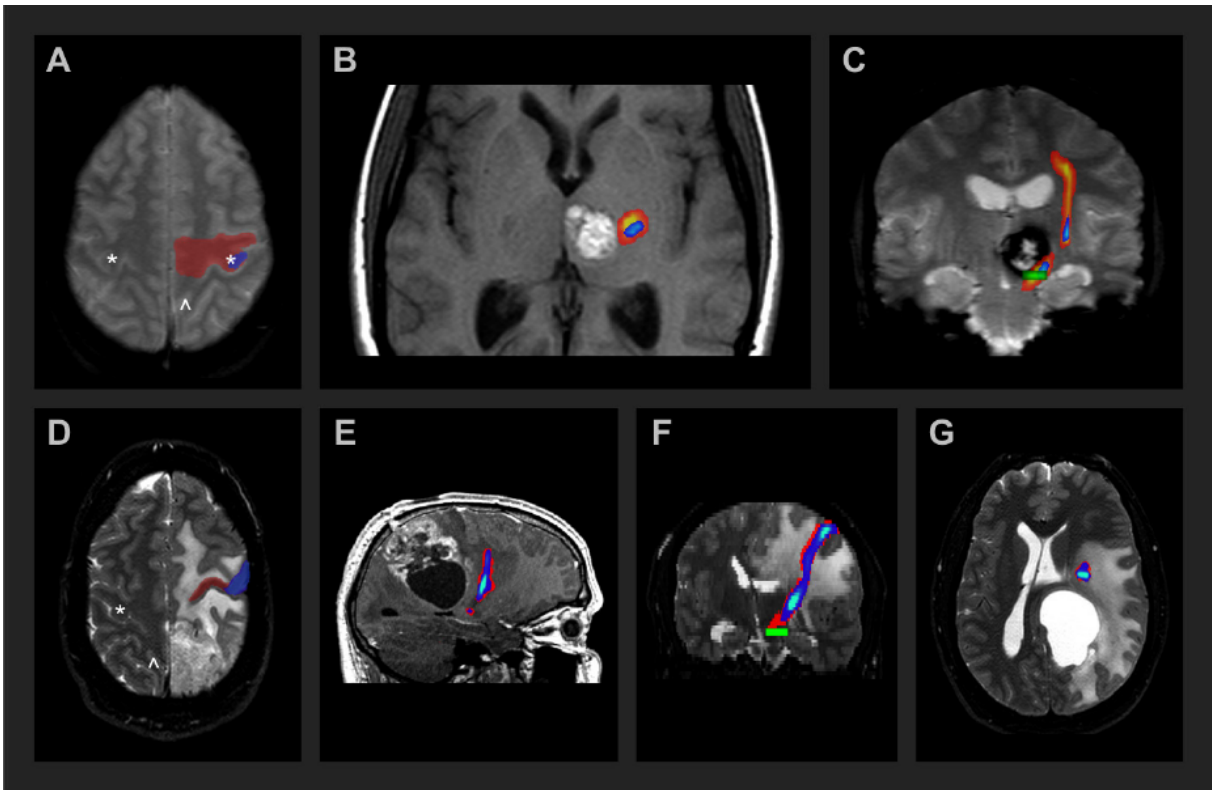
Vergleich der anatomischen gegen eine funktionelle ROI Platzierung im Falle der Pyramidenbahntraktographie: A-C Linkshemisphärisches thalamisches Kavernom mit subakuter Einblutung; hyperintenses extrazelluläres Methämoglobin in der T1- (B) und T2*-Wichtung (C); Landmarken wie der Handknäuel (*) und Cingulum (^) sind auf beiden Hemisphären gut erhalten (A) und erlauben eine anatomische seedmask Definition (transparentes Rot). Bei dem funktionell basierten seeding (transparentes Blau, entsprechender Trakt in blau bis hellblau) ließ sich durch ein Finger-Tipp Experiment mit konservativer voxelbasierter family wise Fehlerkorrektur und Setzen des Grenzwertes auf eine falsch positiv Rate von $p_{(FP)} < 0,05$ der oben gezeigte Trakt lokalisieren. Hier zeigte die probabilistische Traktographie ausgehend von dem anatomisch platzierten Seed einen größeren Trakt (rot bis gelb), der näher an der Läsion verläuft und sogar innerhalb des T2* black-out der Einblutung bzw. in den hypointensen Ferritin- Hämosiderinring der T2* gewichteten MRT darzustellen ist.
